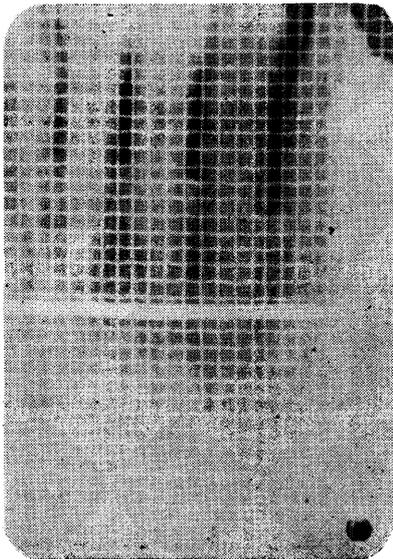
Radiografias pré, trans e pós operatórias utilizadas no método de avaliação.
